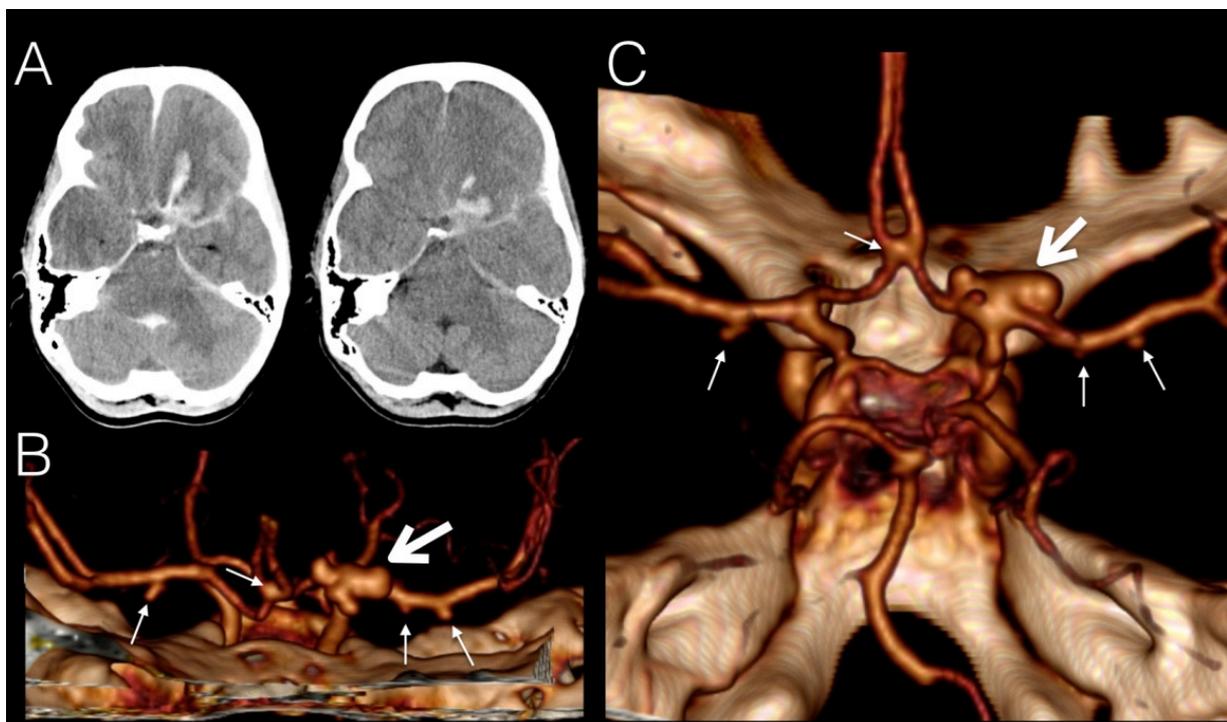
Computertomographie eines Patienten mit Subarachnoidalblutung (A); in der Gefäßdarstellung (in diesem Fall CT-Angiographie) Nachweis mehrerer Aneurysmen (B, kleine Pfeile); wahrscheinlichste Rupturstelle hier am ehesten ein komplexes Aneurysma an der Endstrecke der Arteria carotis interna (C, großer Pfeil)
